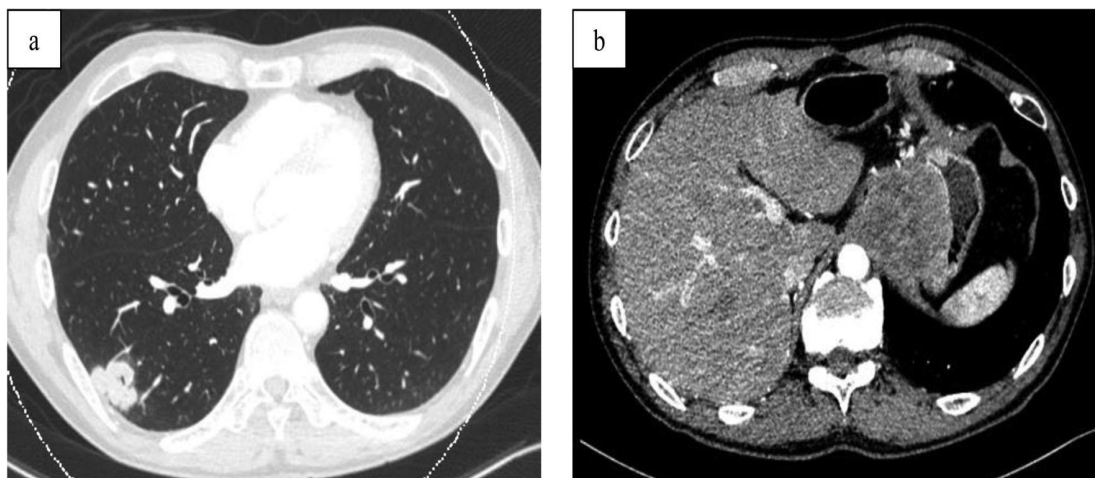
Tomographie (TDM) par ordinateur. (a) Les examens de thorax ont révélé la présence d'un nodule du lobe inférieur droit mesurant 3,2 2,3 cm. (b) Les scans abdominaux ont montré une masse gastrique située dans le cardia gastrique qui mesurait 5,2 5,0 cm.[21]
